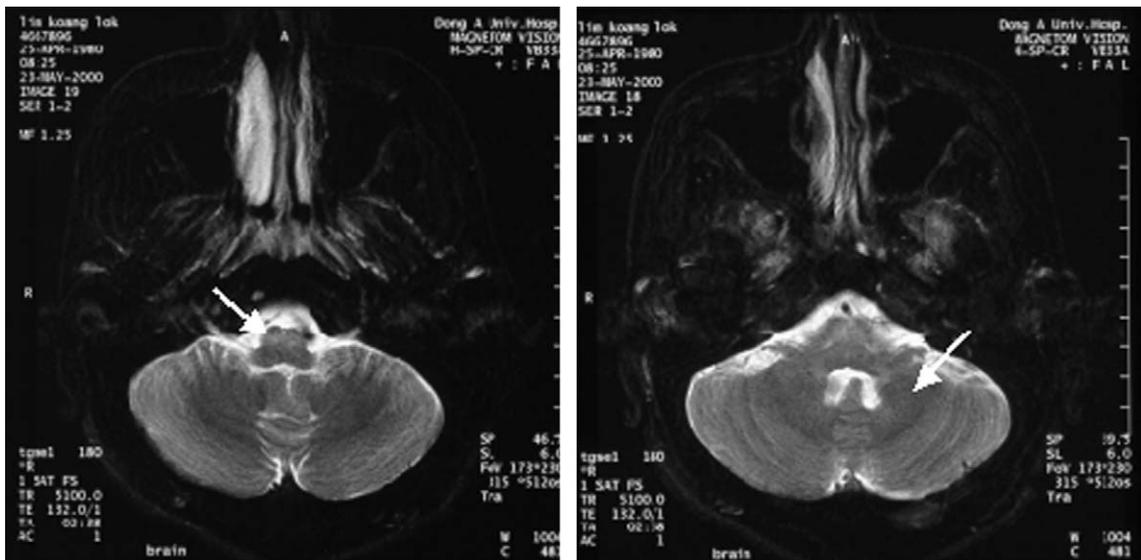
T2 weighted and FLAIR axial MRI on May 23, 2000. High signal intensity in the medulla oblongata area(left) was decreased than Fig. 1, and that in the paravermian area of cerebellum was nearly not seen.
